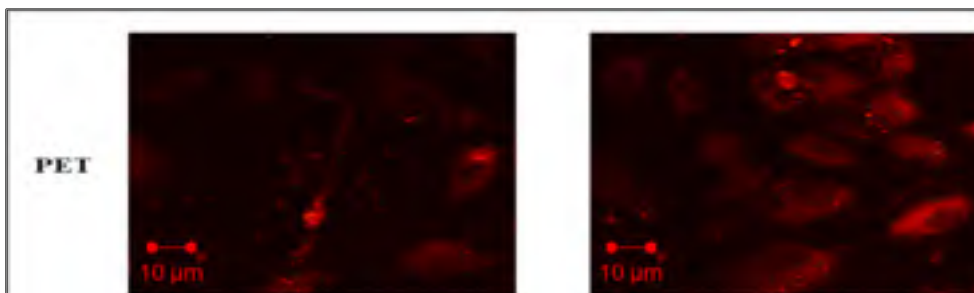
HUVECs sur le PET après 7 jours de culture suivis d'une perfusion de 15 min au sang complet marqué à la rhodamine. Les cellules sont marquées au Cellvue Maroon, mais se colorent aussi en rouge sous l'effet de la rhodamine, ce qui empêche de bien visualiser les plaquettes adhérentes
